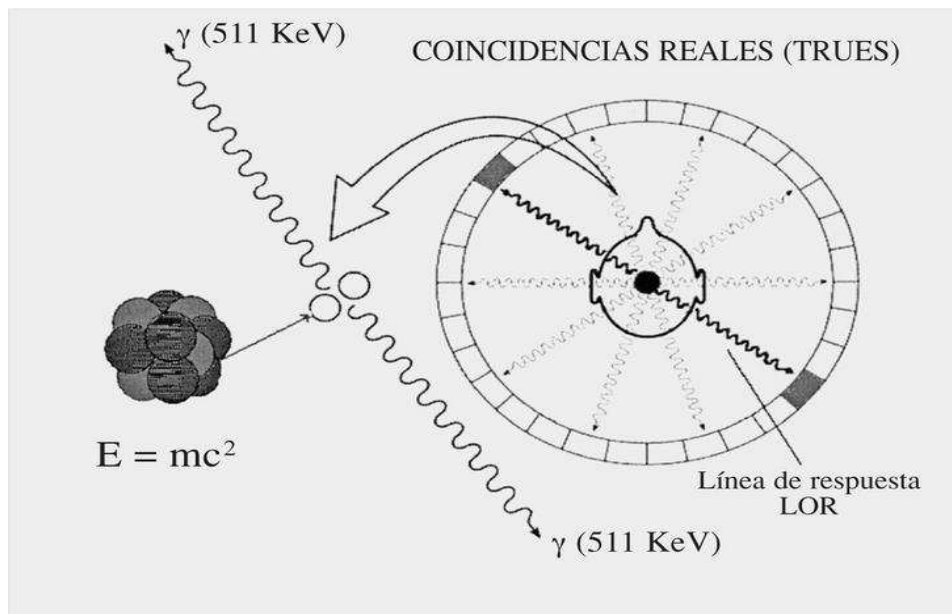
En la reacción de aniquilación se genera energía en forma de 2 fotones a partir de la masa del electrón y del positrón según predice la ecuación de Einstein $E=mc^2$. Sus trayectorias perfectamente definidas por las leyes de la física, constituyen el fundamento del tomógrafo PET.
